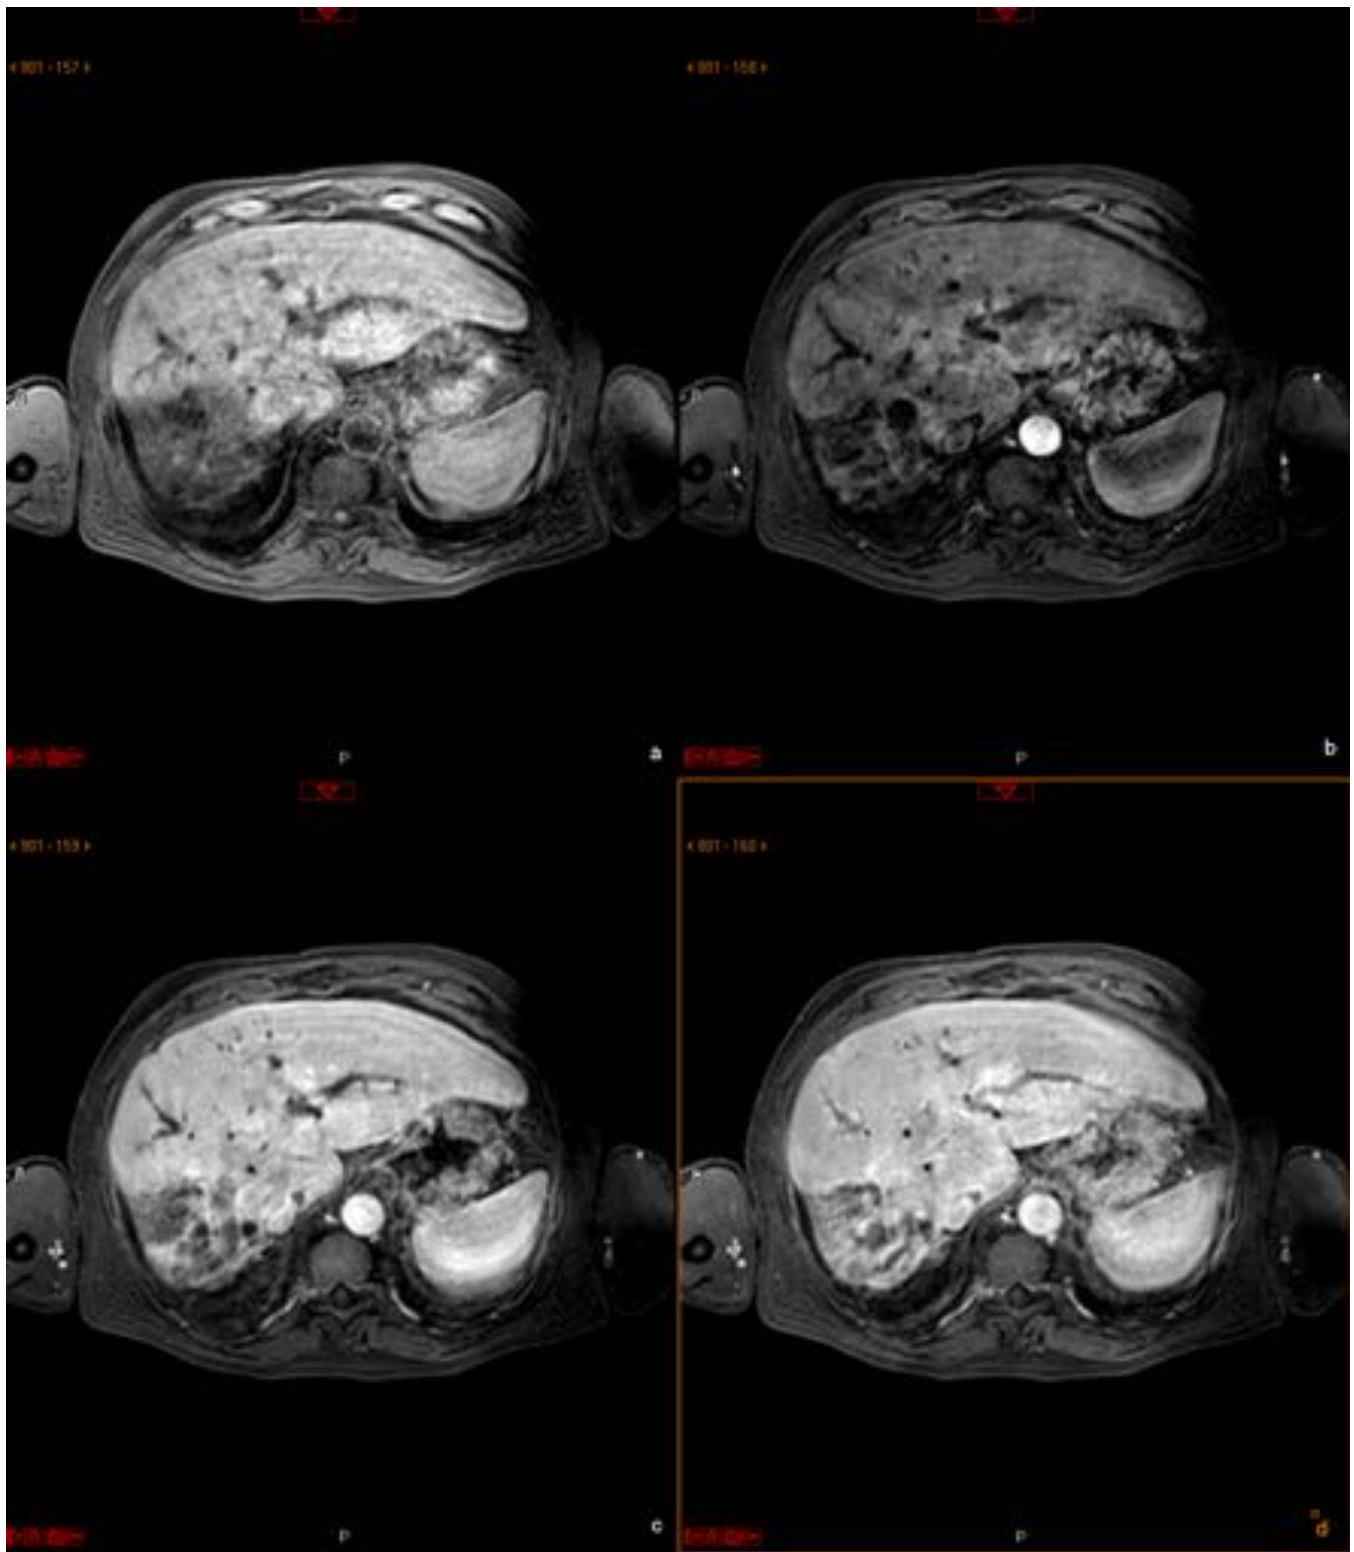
RM abdominal (axial dinámico postcontraste): la lesión presenta un realce predominantemente periférico en fase arterial y progresivo-centrípeto en fase portal y de equilibrio. Diagnóstico definitivo: colangiocarcinoma intrahepático.
